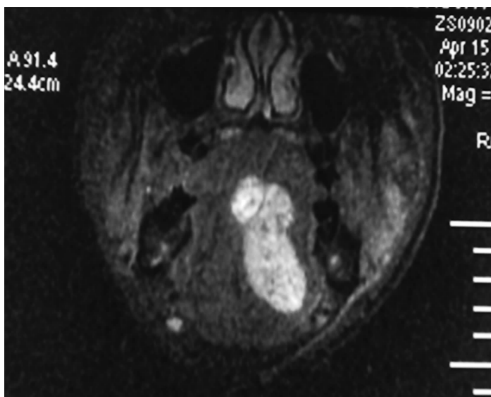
Coronal T2-weighted magnetic resonance imaging showing a hyperintense mass
